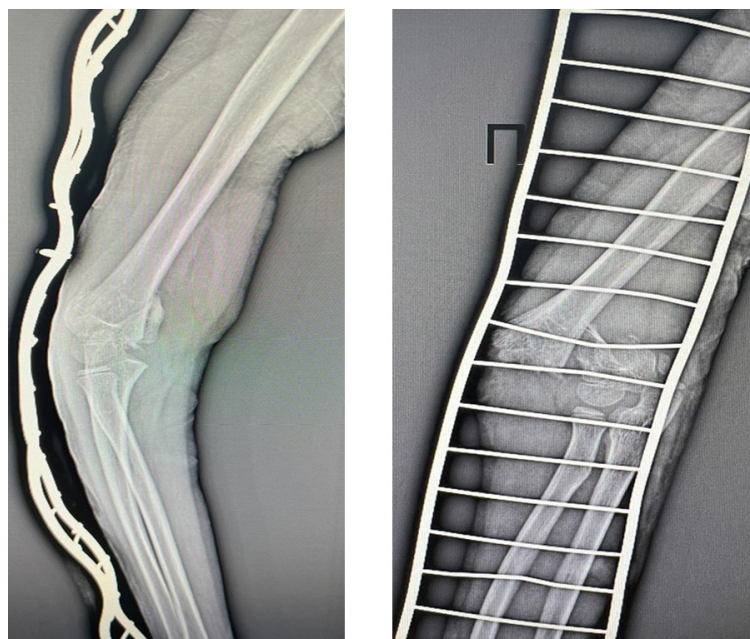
Рентгенограмма локтевого сустава пациента И.
